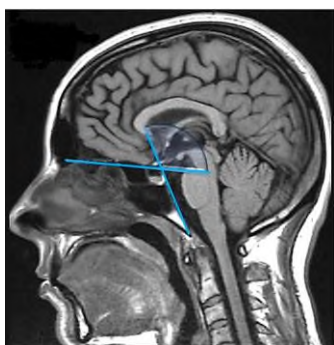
Угол Вельчера [Welcher] на МРТ головы
